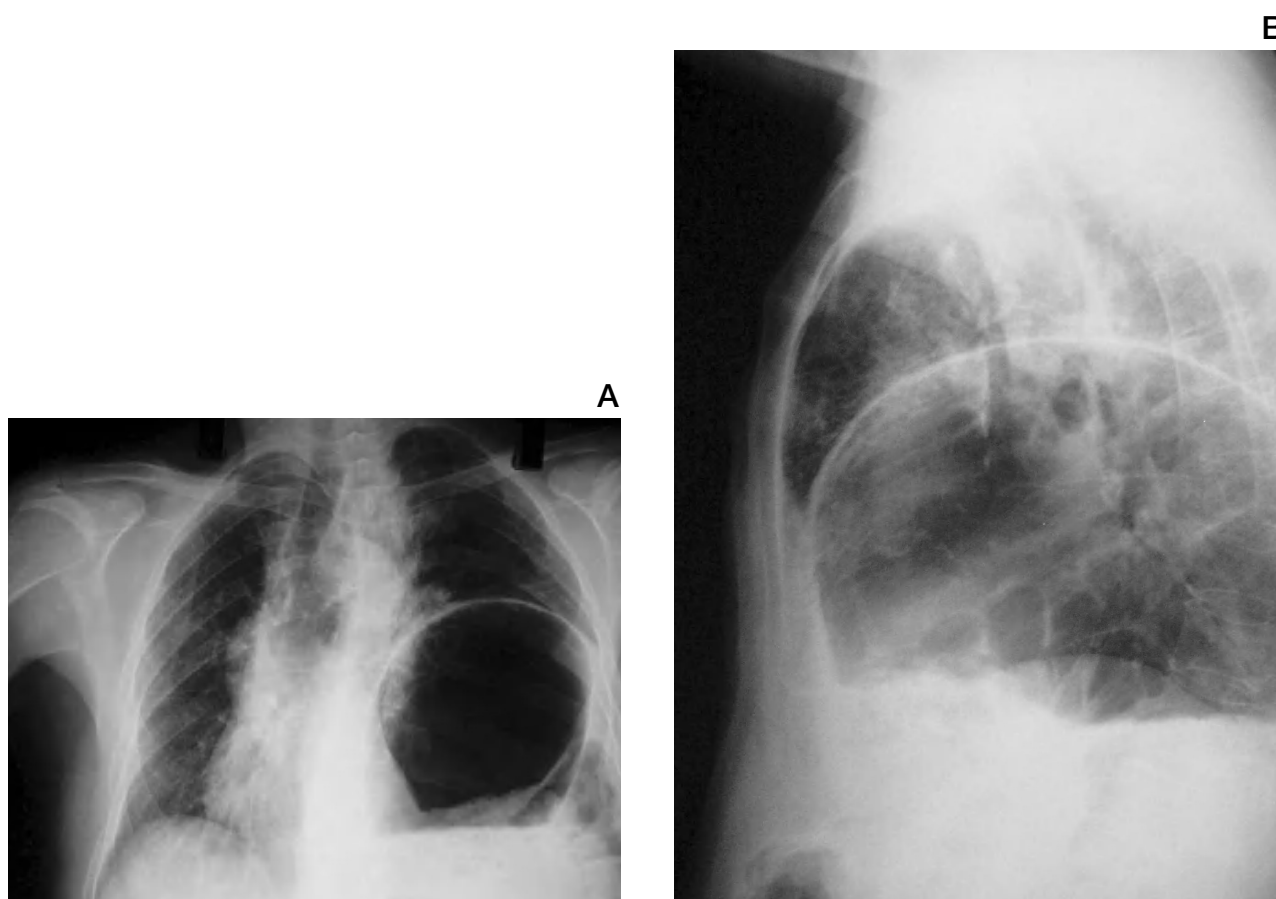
Radiografía de tórax posteroanterior (A) y lateral (B). Importante distensión de la cámara gástrica con elevación del hemidiafragma izquierdo y desplazamiento mediastínico hacia la derecha.
